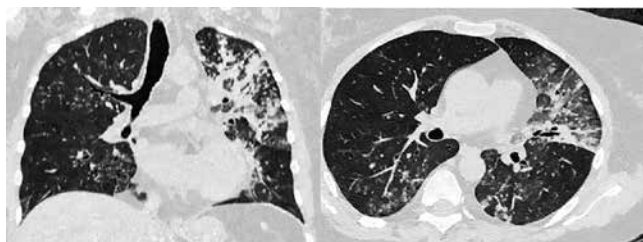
КТ ОГК от 12.10.2021 пациентки Т.
